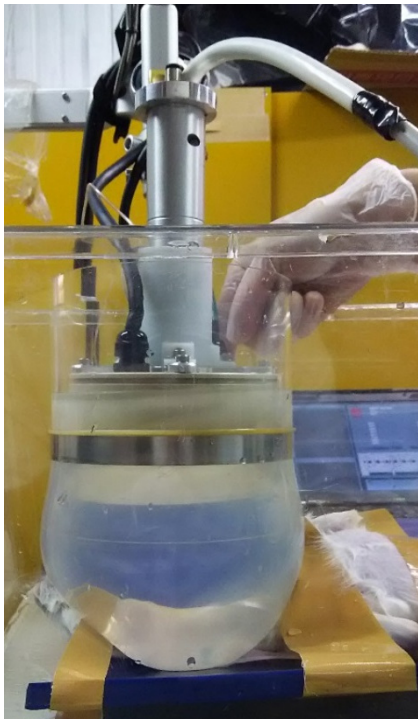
HIFU トランスデューサと 2D 超音波プローブの連結・固定器具試作機。
